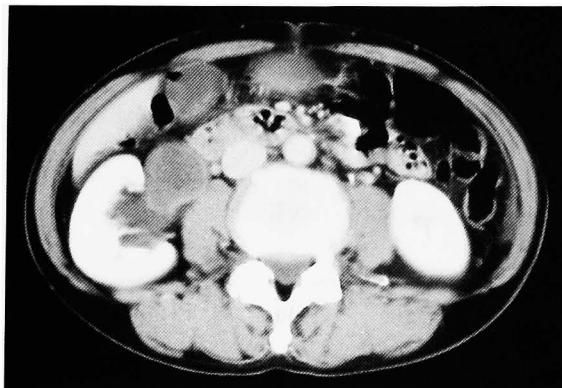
Computed tomography scan. The tumor is solid and cystic, and seems to occupy the renal pelvic lumen.
